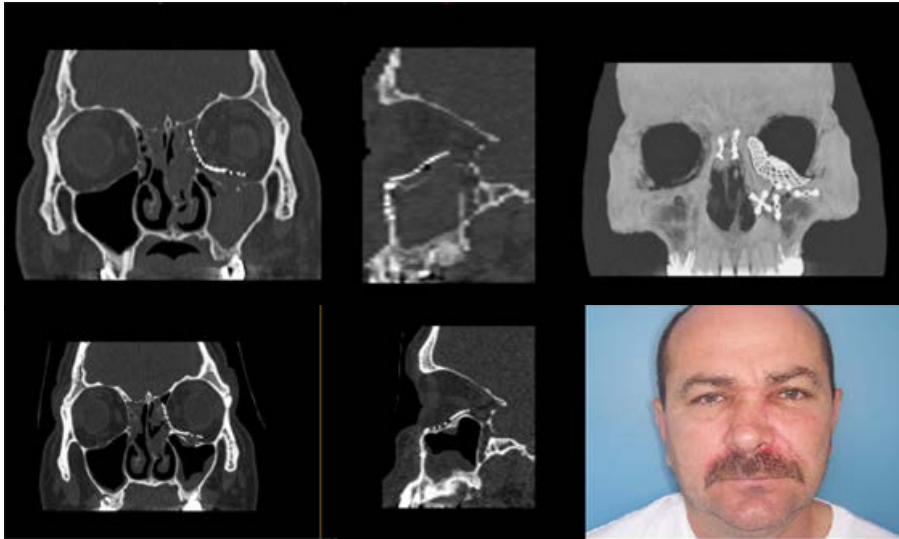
Paciente que sufre accidente deportivo y fractura de pared medial y suelo orbitario. Se coloca malla a través de abordaje transcaruncular extendido con cantotomía externa y desinserción del oblicuo menor. Nótese en el CT postoperatorio la estabilidad de la reconstrucción y la remodelación ósea orbitaria. Foto de archivo Dr. Rodríguez HJ23.
